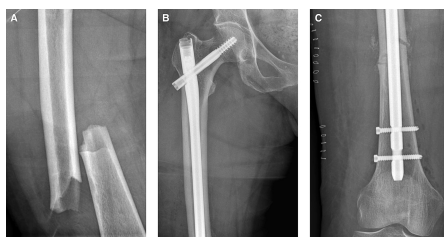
A) Röntgenaufnahme des rechten Femurs, anterior-posteriorer Strahlengang: atypische Femurfraktur mit Dislokation. B/C) Röntgenaufnahmen des rechten Femurs postoperativ, anterior-posteriorer Strahlengang: Gammanagel-Implantation, proximales (B) und distales (C) Femur.
